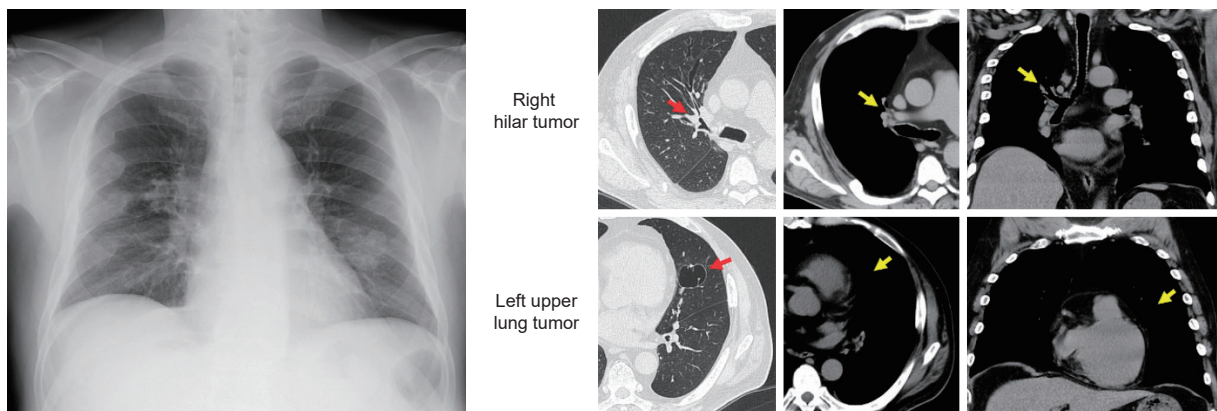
Imaging findings at the diagnosis. Chest X-ray showed masses in the left lower field and right hilum. Computed tomography showed a 34×32-mm mass in the right hilum of the upper lobe and a 38×28-mm mass in the left upper lobe.
